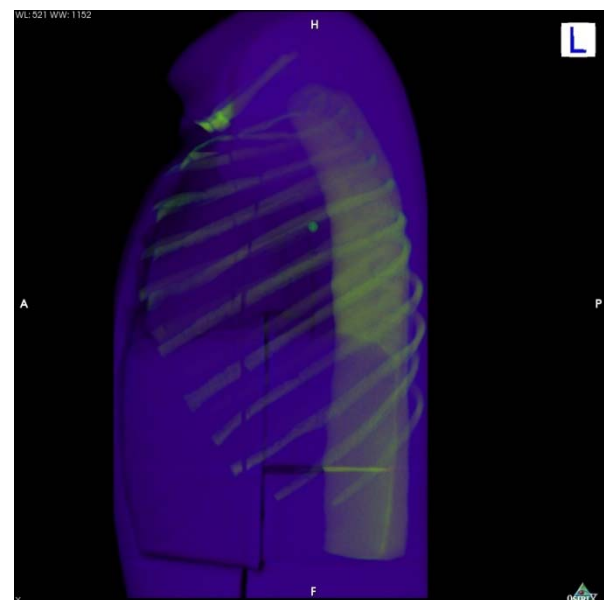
Semitransparente 3D-Darstellung der CT-Daten des Torso-Phantoms von der linken Seite aus.
